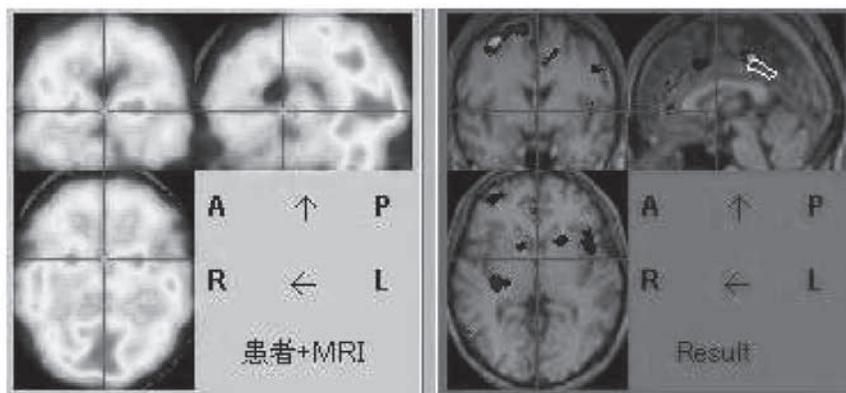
標準脳に変換後、血流低下部位を MRI モデルに投影します。
